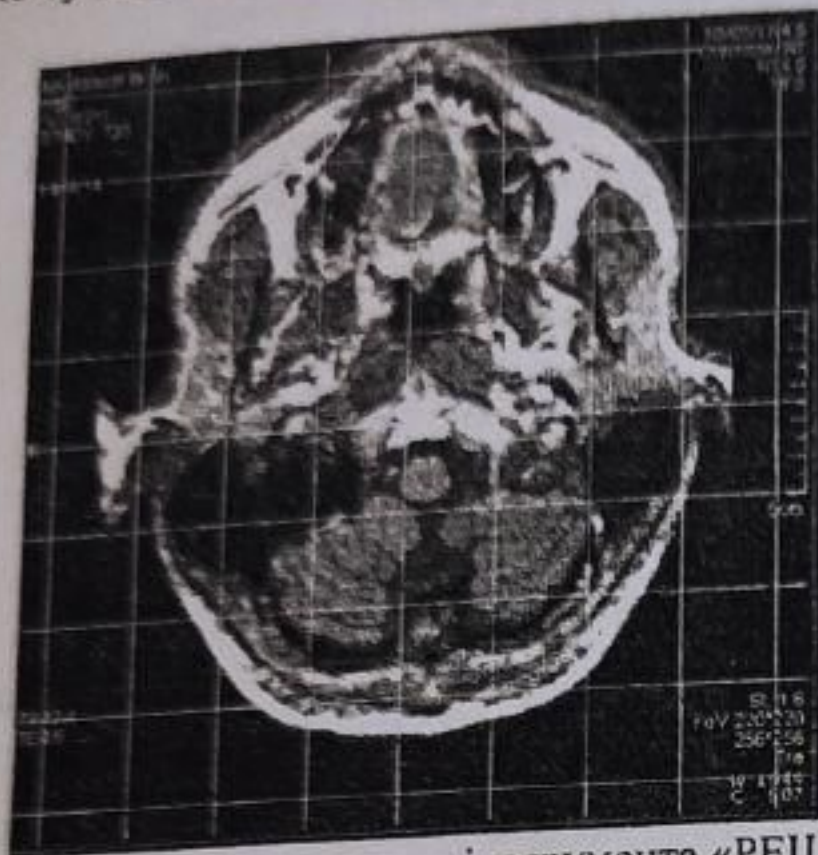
Приклад застосування інструмента «РЕШІТКА» до зрізу комп'ютерної томографії та вікна налаштування у програмі перегляду медичних зображень від фірми SIEMENS
